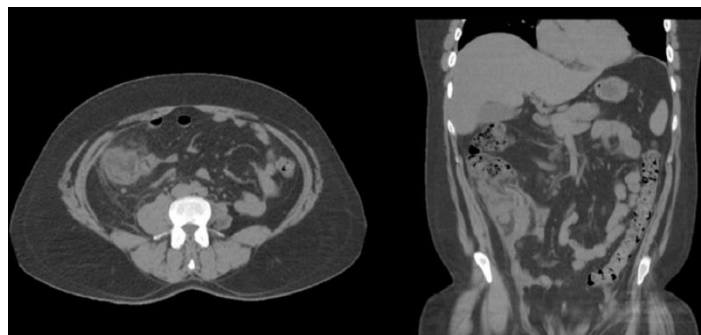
Corte axial y coronal de TC. En FID área mal definida y heterogénea, sin Visualización clara del apéndice cecal. ⁵
